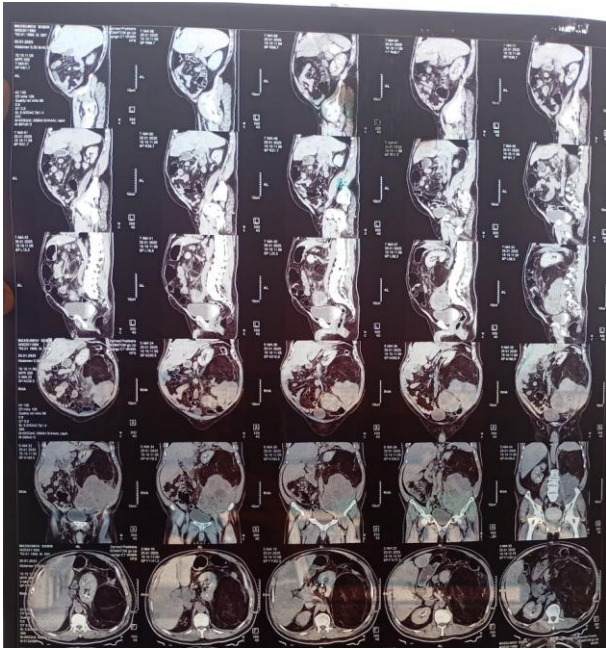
Мультиспиральная томограмма больного
